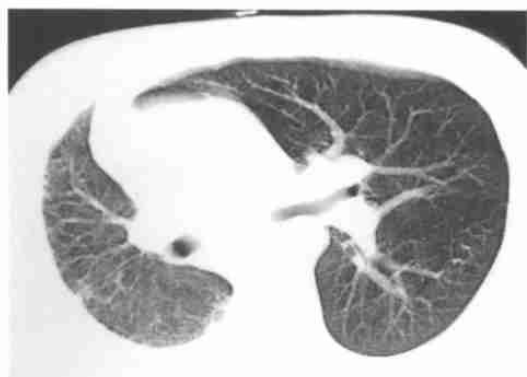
右肺发育不全CT平扫, 两侧均有肺组织和支气管, 右肺容量小, 肺纹理纤细, 左侧肺血管增粗, 纵隔移向右侧。
